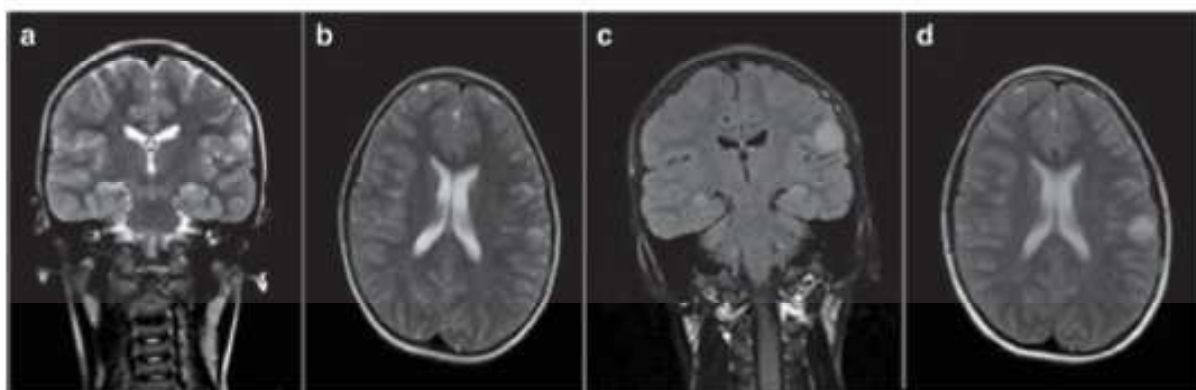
a, b T2-weighted coronal and axial MRI at 9 years of age. c, d T2-weighted coronal and axial MRI at 11 years of age
